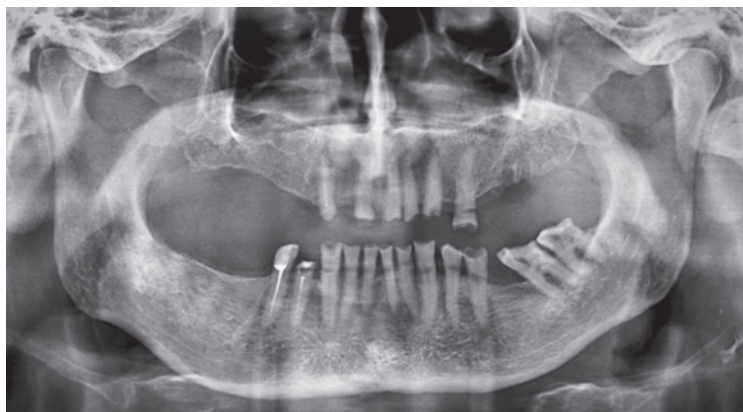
Ортопантомограмма. Патологическое стирание режущих и жевательных поверхностей зубов верхней и нижней челюстей. Клиновидные дефекты у зубов 2.5, 3.1–3.5, 4.1–4.3
